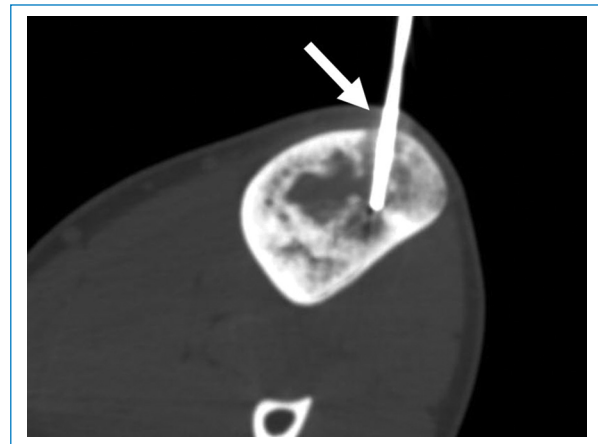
Hombre de 17 años en estudio por lesión tumoral en tibia izquierda. Biopsia ósea bajo tomografía con aguja tipo Jamshidi 8 G. La imagen demuestra el acceso a la lesión a través de la cara anteromedial de la pantorrilla evitando el contacto con los músculos de la pierna.
